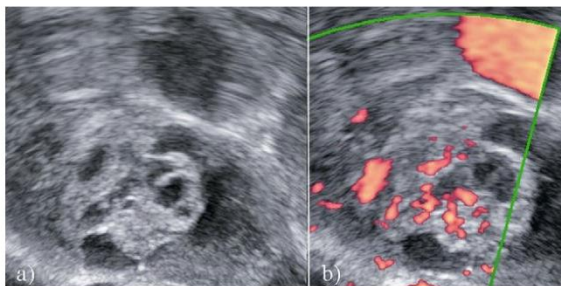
Transvaginal scan. Ultrasound images of benign impure struma ovarii appearing as a solid tumor on ultrasound examination. The gray-scale ultrasound image (a) shows a solid ovarian tumor with irregular internal echogenicity and cystic spaces containing anechoogenic cyst fluid. The color Doppler image (b) shows the tumor to be moderately vascularized. The examiner was uncertain whether the tumor was benign or malignant on preoperative ultrasound examination.
